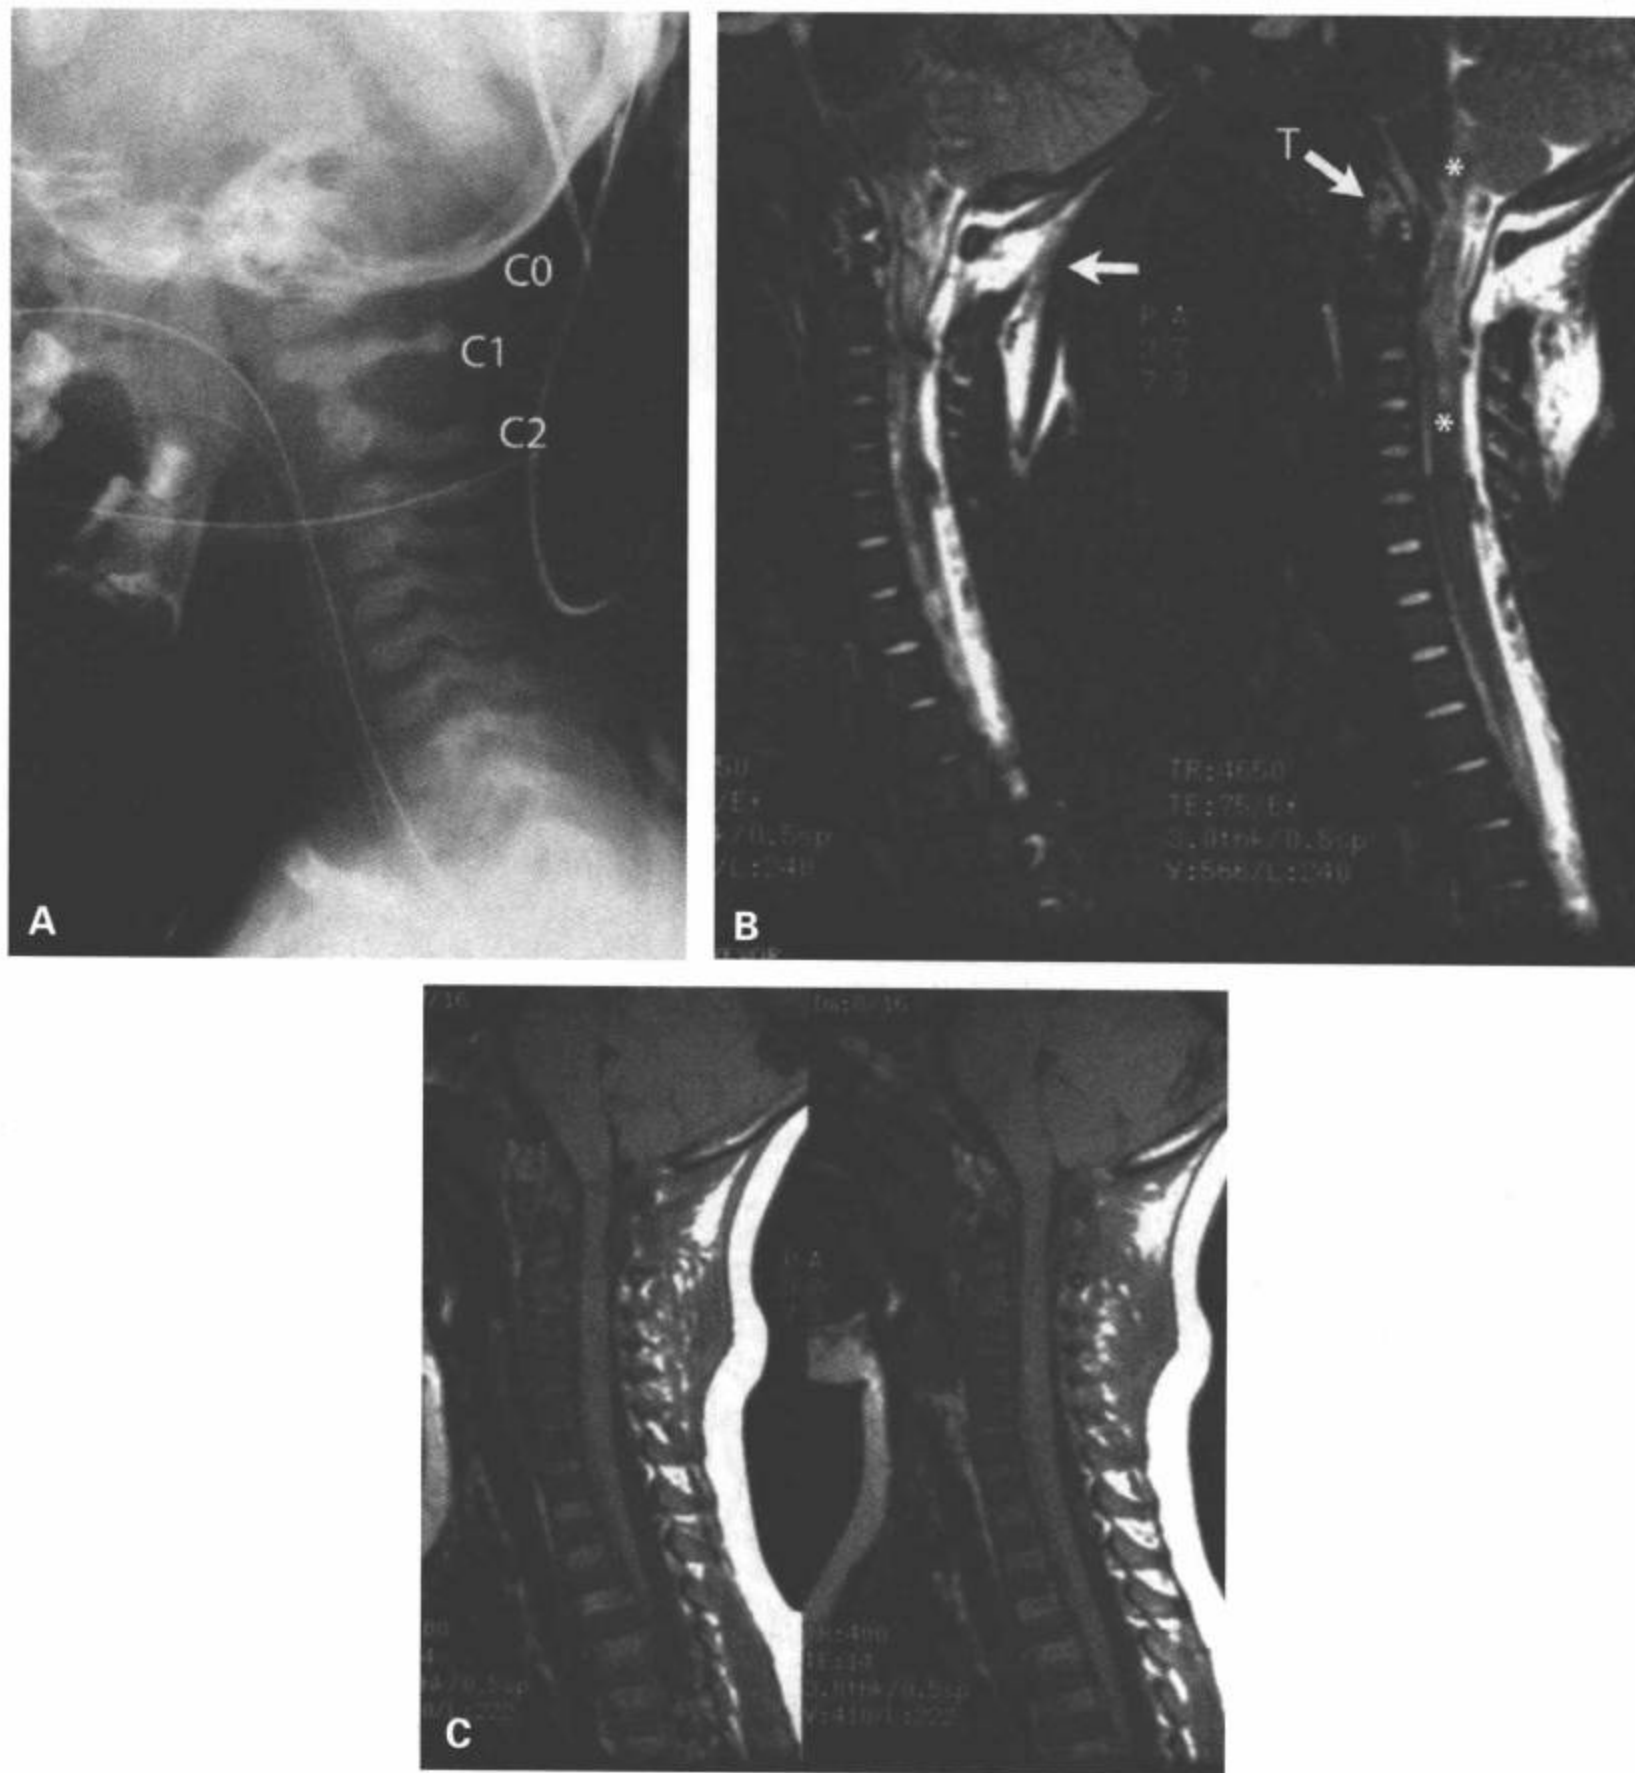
寰枕脱位伴韧带损伤和脊髓水肿。3岁乘客，汽车事故中未使用安全带而从汽车内抛出。颈椎侧位片（A）、颈椎矢状位T2加权图像（B）和矢状位T1加权MRI图像（C）显示寰枕间距（C0-C1）和C1-C2间距增宽，伴后部软组织肿胀（B中无标记箭）。上颈髓可见从颈延髓结合部到C3水平的T2加权像呈高信号（B中星），符合颈髓损伤，可能继发于颈髓分离和断裂。另一个不稳定的征象是覆膜的损伤（B中标记T的箭），覆膜为后纵韧带向上的延伸，大约接近C2齿突和斜坡。
